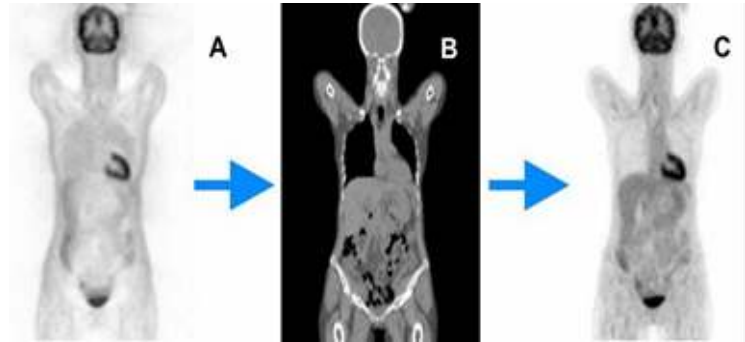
images TEP non corrigée d'atténuation (A), image TDM pour calcul de la carte d'atténuation de l'image (B), image TEP corrigée de l'atténuation (C).
